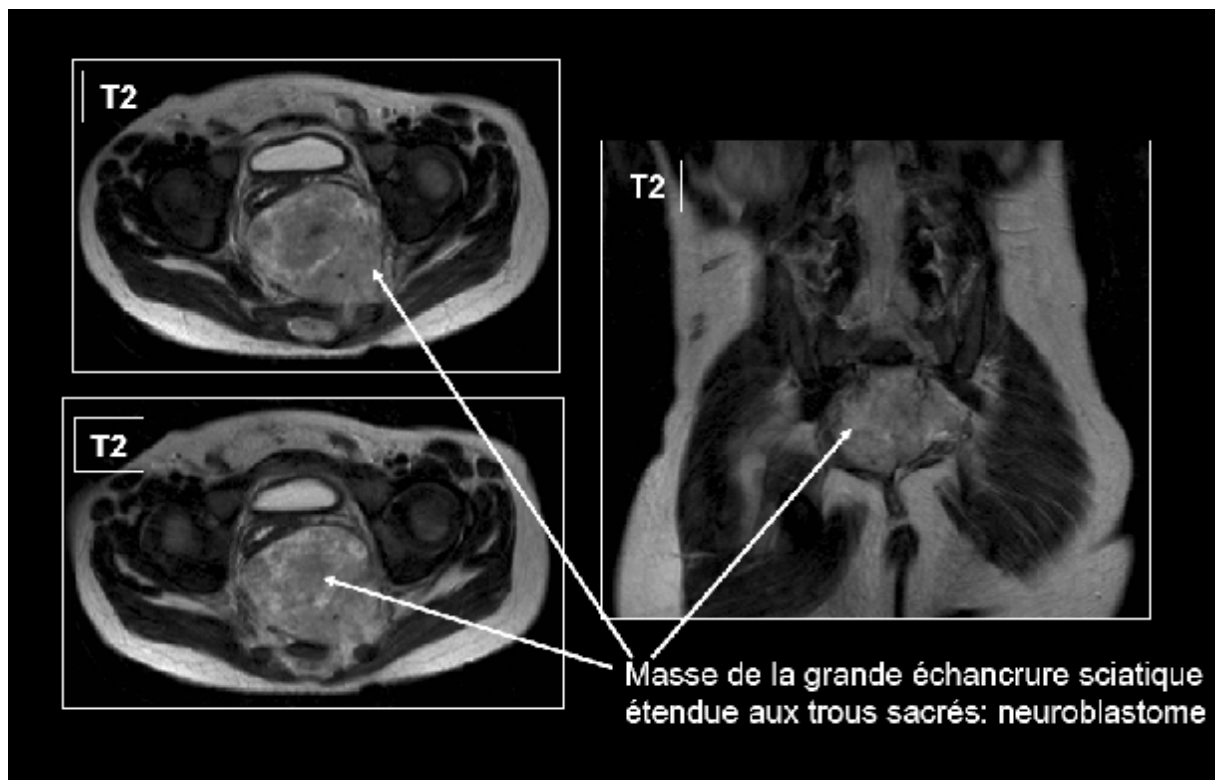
Coupes IRM (en signal T2) mettant en évidence un neuroblastome. [32]
